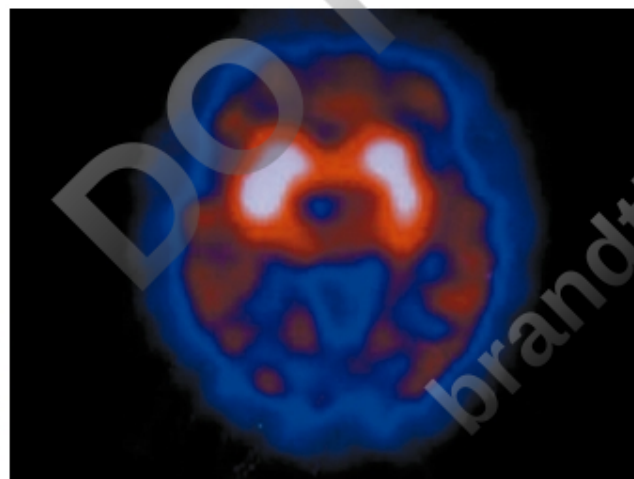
SPECT-IBZM. Enfermedad de Parkinson avanzada. La captación del radioligando por los receptores dopaminérgicos D2 del estriado es normal.
